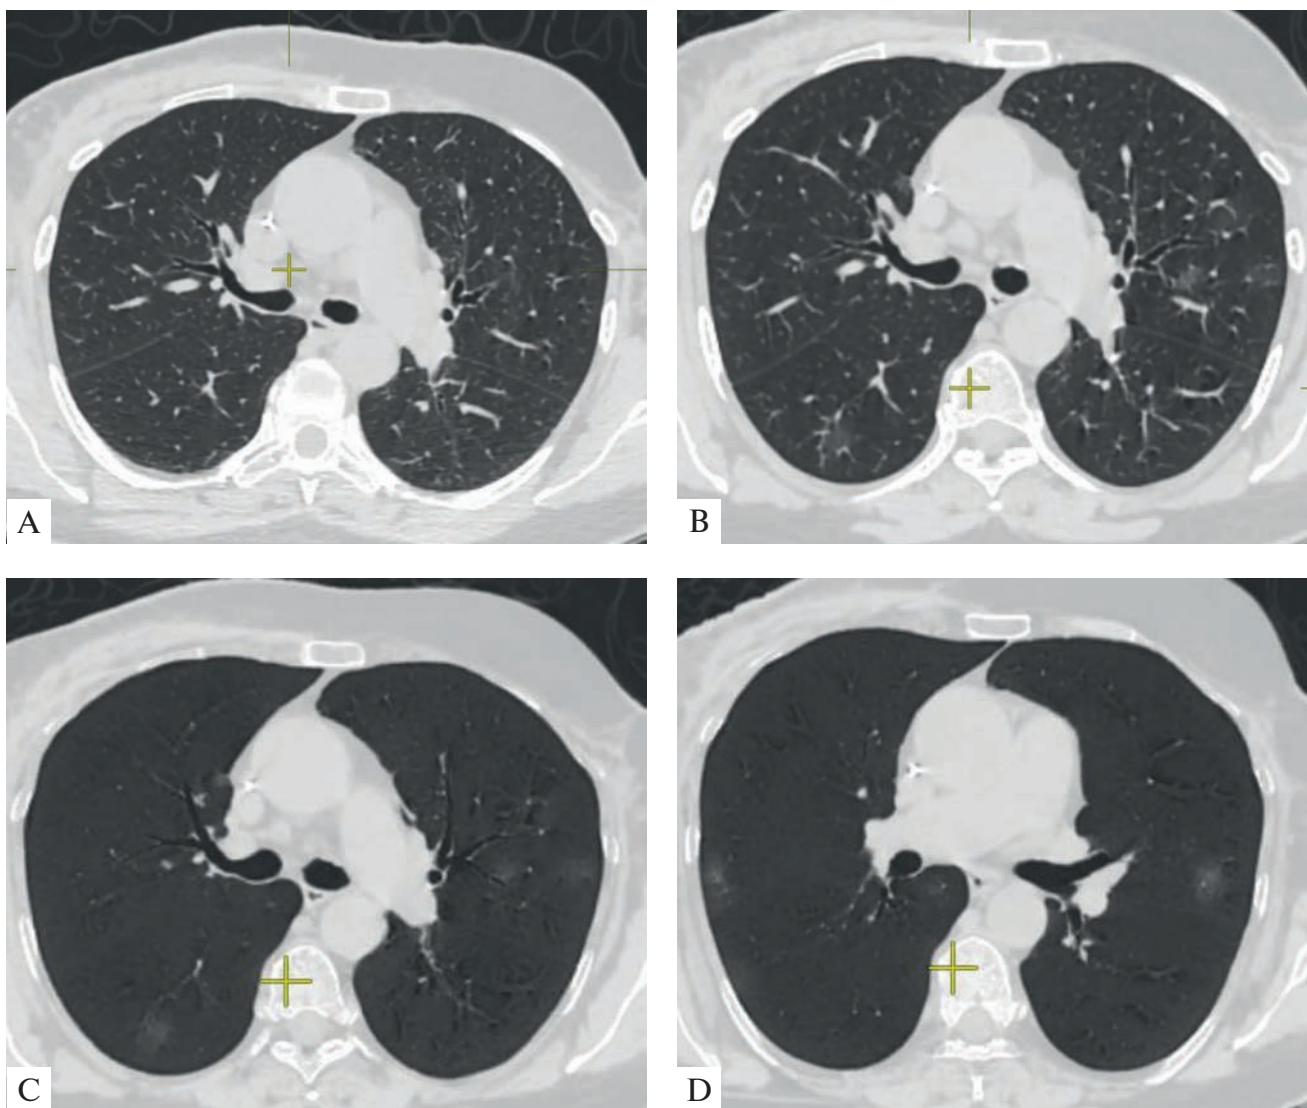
Мультиспиральная компьютерная томография органов грудной клетки, аксиальные срезы 1 мм: А – 2-й день клинических проявлений COVID-19, данных за наличие пневмонии не получено; В – та же пациентка, 4-й день клинических проявлений COVID-19 – появление в левом и правом легких очагов «матового стекла»; С, D – более четкая визуализация изменений в MinIP-режиме – COVID-19-ассоциированная пневмония
